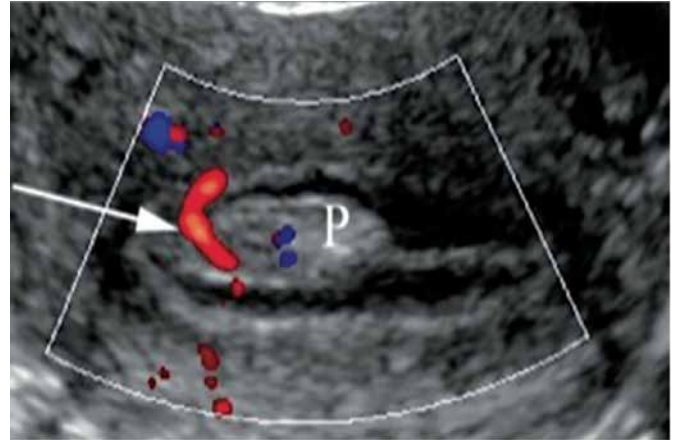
Ultrassonografia com Doppler: pólipo pediculado endometrial (P) solitário, liso, bem definido e uniformemente ecogênico, originando-se da parede anterior com pedículo vascular (seta), em uma mulher de 40 anos.¹⁷
